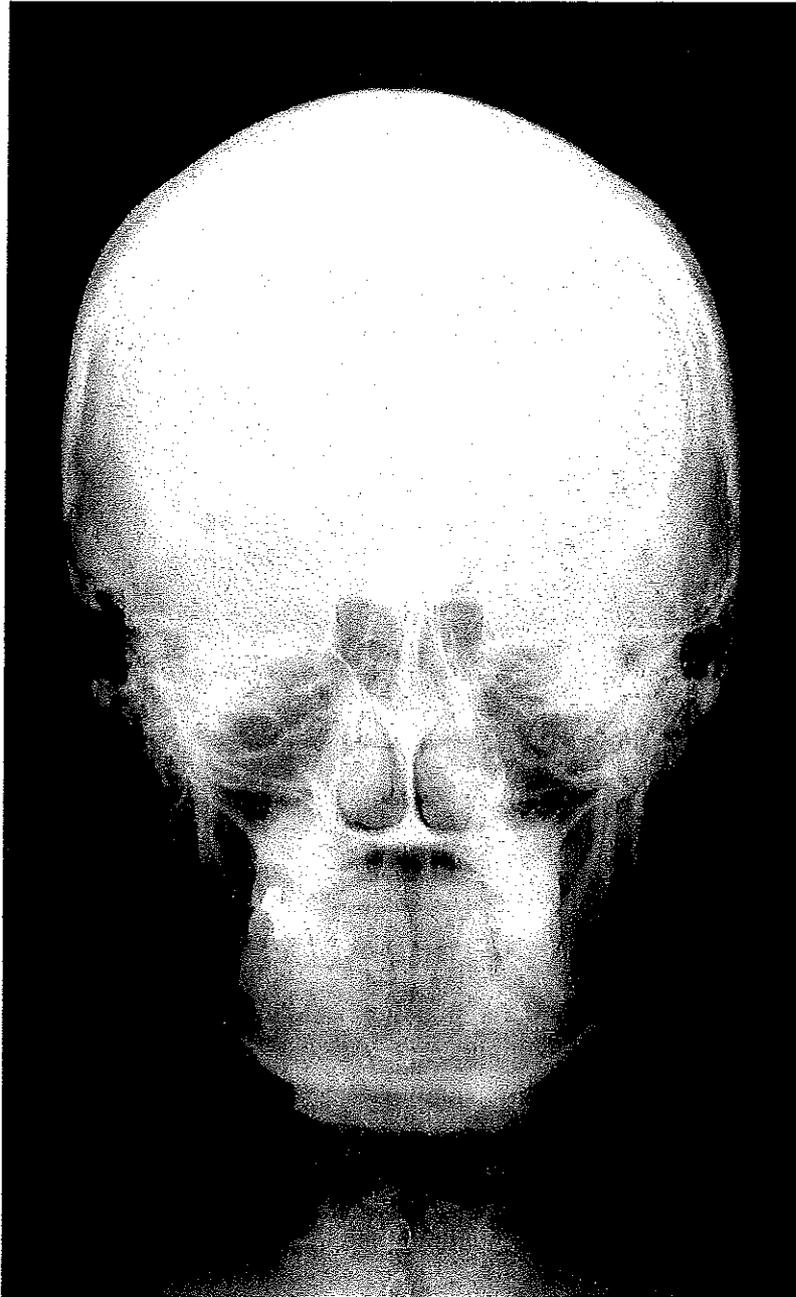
Téléradiographie de face
